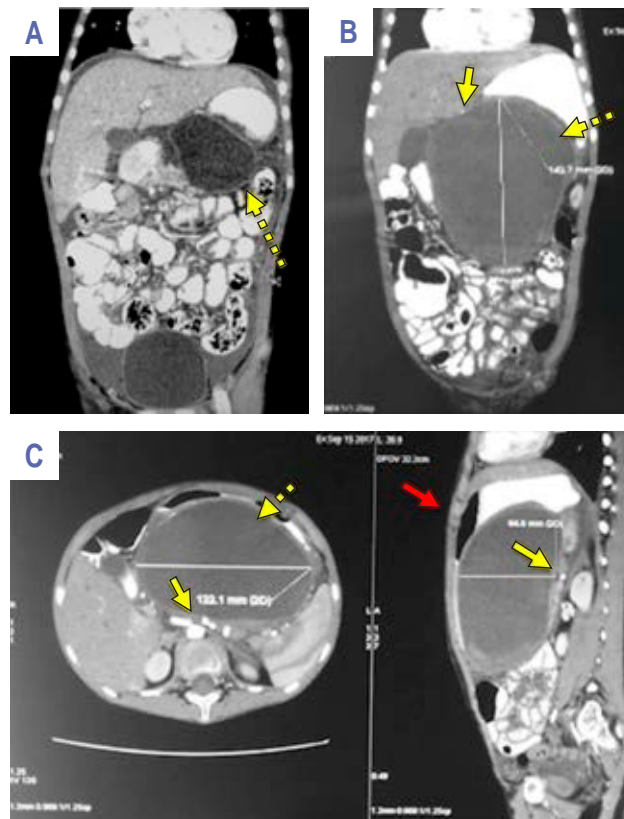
A) Tomografía de abdomen con doble contraste (arterial y oral), corte coronal. Se observa pseudoquiste pancreático de 7 × 7 cm, de pared de 1-2 mm (flecha punteada), con contenido heterogéneo. El páncreas con edema periférico, sin aparente compresión o alteraciones vasculares. B) Tomografía de abdomen con doble contraste (arterial y oral), corte coronal seis semanas posteriores a la *Figura A*. Las dimensiones del pseudoquiste pancreático son de 12 × 8 × 14 cm, de paredes de 7 mm (flecha punteada), con contenido heterogéneo con sedimento en la parte inferior; la arteria pancreático-duodenal se encuentra desplazada (flecha continua) y en contacto íntimo con la pared del pseudoquiste. C) Misma tomografía en corte axial y sagital. Se aprecia compresión extrínseca del estómago (flecha roja), bazo y desplazamiento de asas intestinales; la arteria pancreático-duodenal (flecha amarilla) con leve erosión hacia la pared del pseudoquiste.
